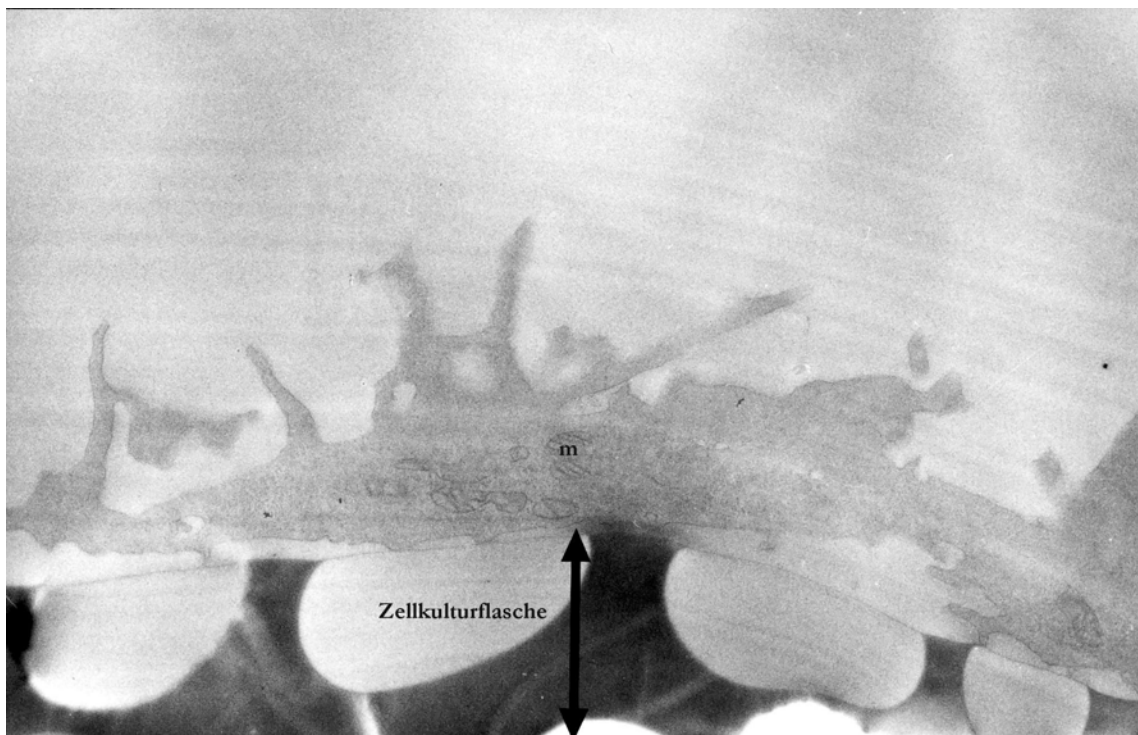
Mit Glutaraldehyd fixierte gesunde BT-20-Zelle, an einer Kulturflasche geschnitten; m - Mitochondrium
